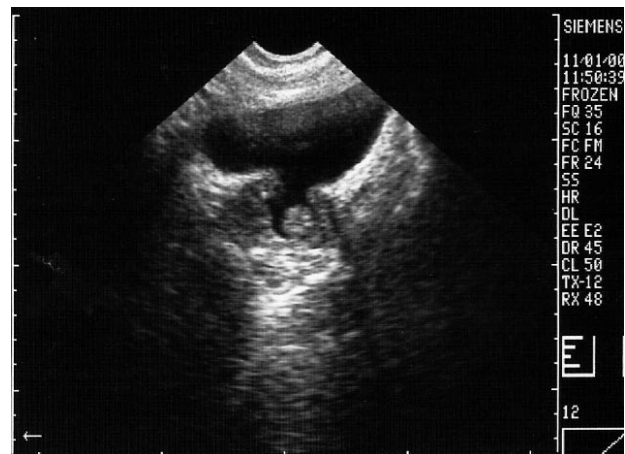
Ecografía abdominal. Sección transversal. Hipertrofia prostática benigna, restos prostáticos tras RTU ("adenomero").
